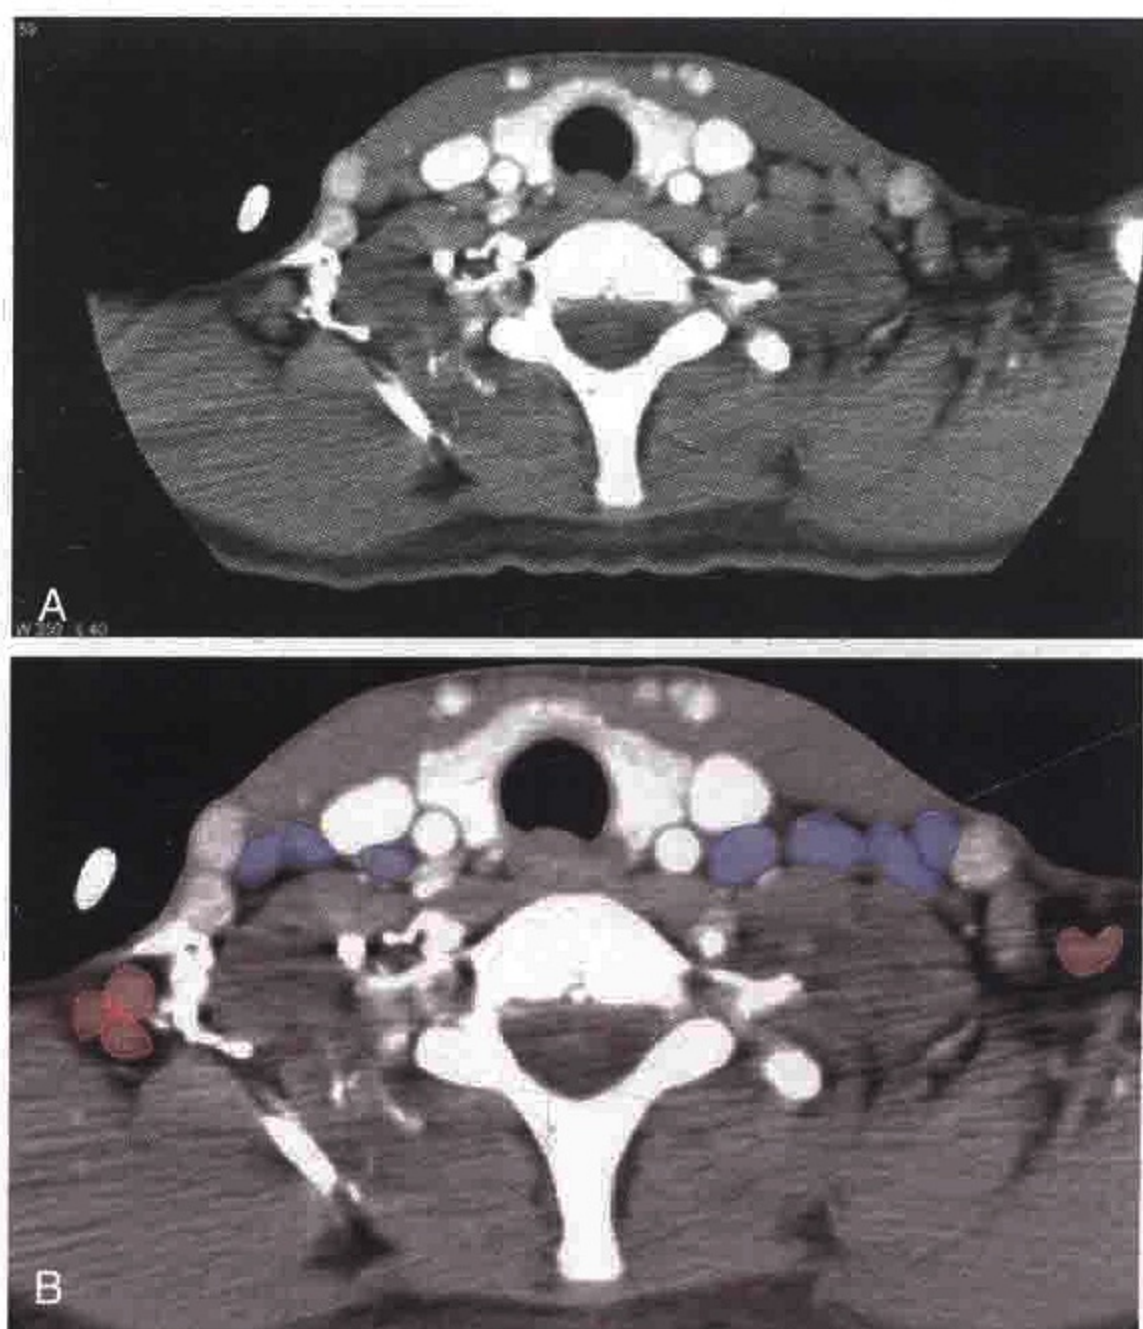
A. 横轴位 CT 增强扫描显示淋巴瘤患者双侧多发肿大的IV区和VB区淋巴结。 B. 淋巴结被勾画出来
